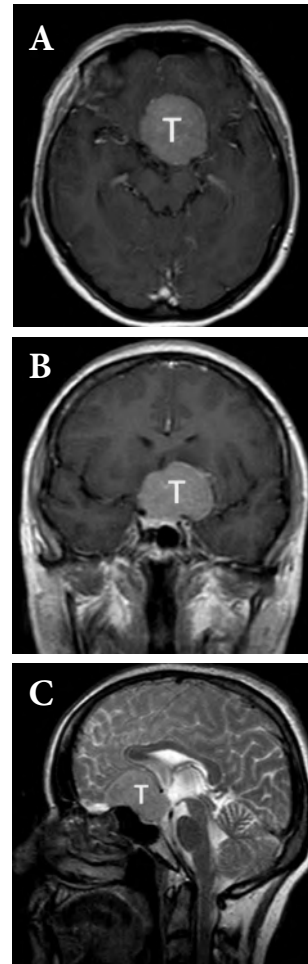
Truncus encephali* tutulumuna bağlı klinik bulgular ile acil servise getirilen hastanın a) aksial, b) koronal, c) sagittal MRG kesitlerinde *clivus*'tan köken alan ve *truncus encephali* ve *sella turcica-fossa hypophysialis*'e doğru büyümüş kordoma (T) izleniyor (ICA: arteria carotis interna, H:hipofiz).
